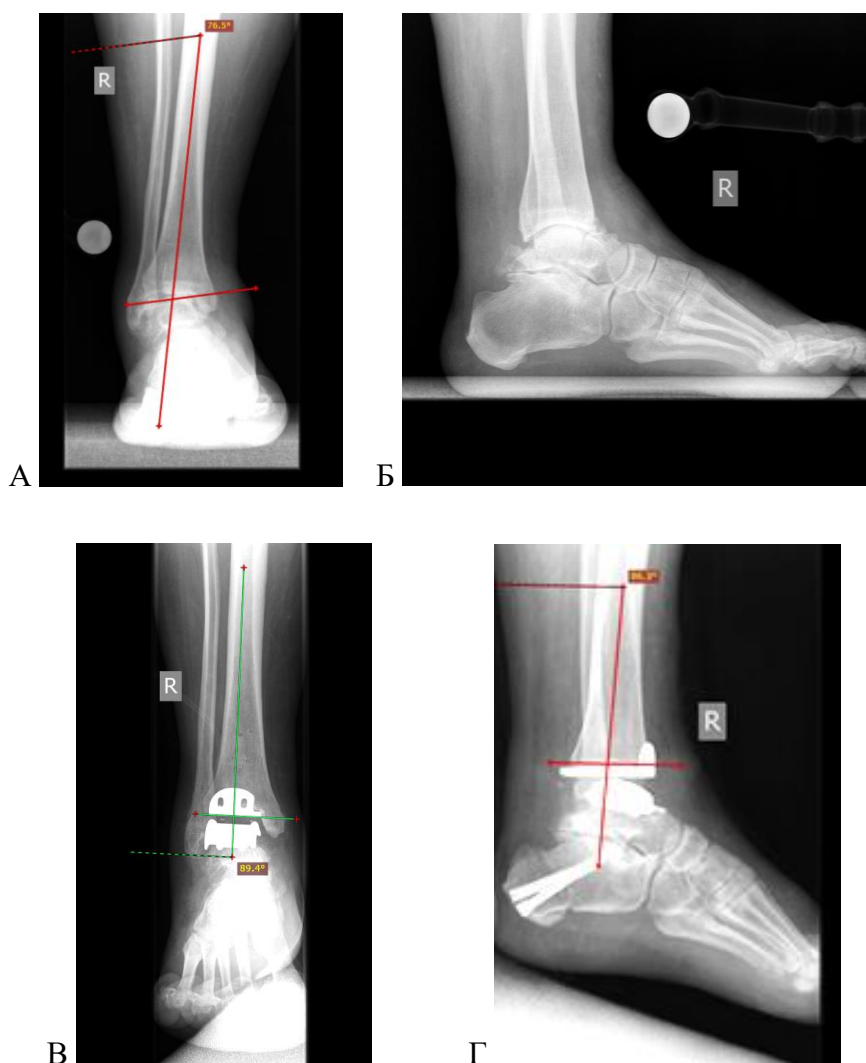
Пациент Г. (рентгенограммы): А, Б – до операции; В, Г – после ТЭГС
